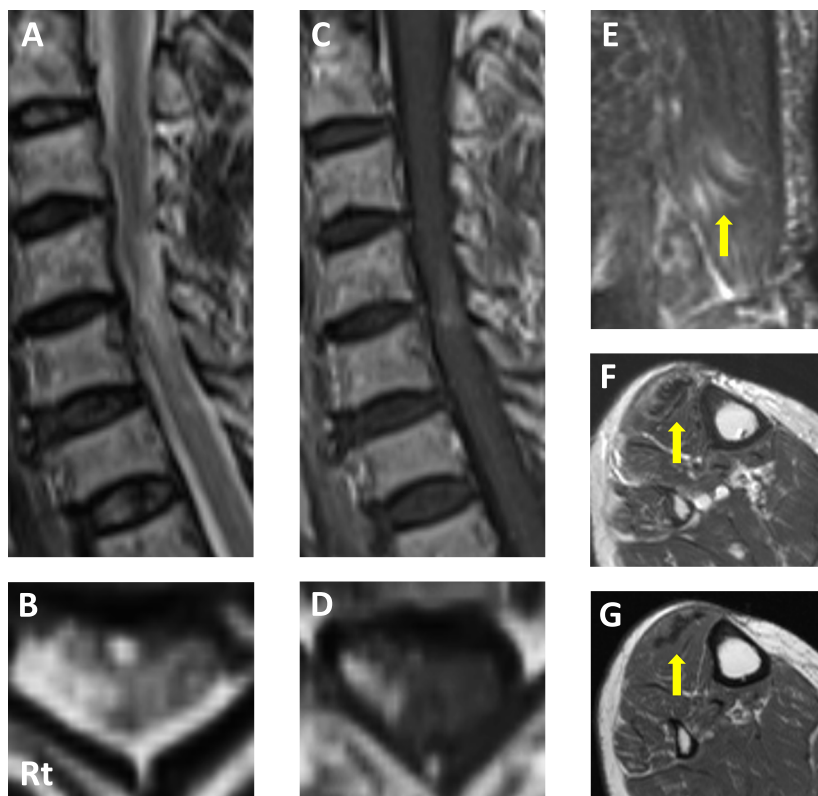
MRI of the spinal cord and lower limbs.
